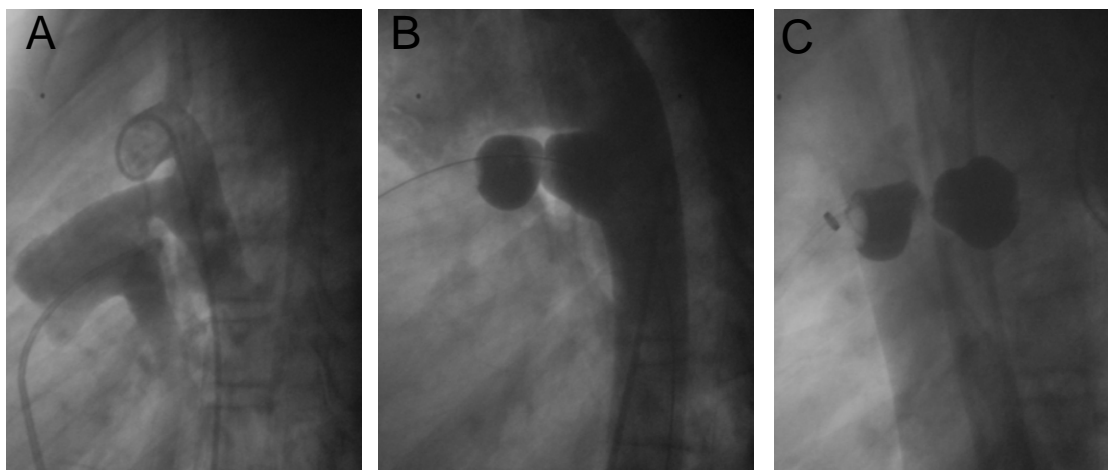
Cierre percutáneo de PCA con dispositivo de Sideris. Paciente femenino de 8 años con síndrome de Down. A) Aortograma que muestra CA tipo C (tubular) con diámetro de 10mm, por ecocardiograma de 7mm, B) cierre percutáneo con dispositivo de Sideris a través de acceso venoso femoral. C) arteriografía de control que muestra el cierre de la PCA.
